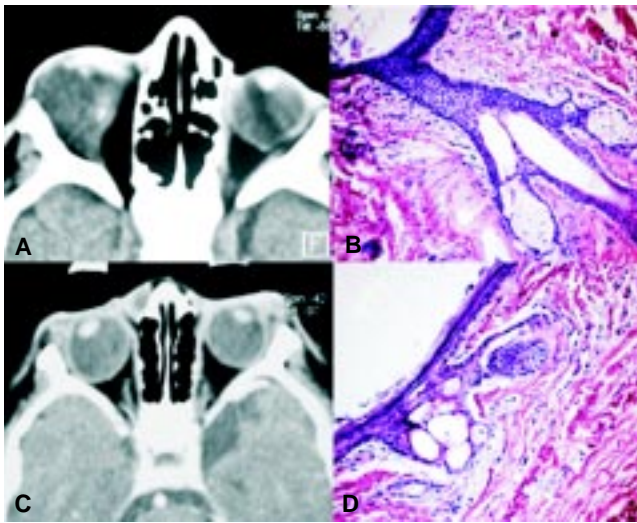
A) Corte axial de Tomografía Computarizada donde se observa lesión ocupante de espacio intraconal derecha hipodensa, con zona hiperdensa lateral que sugiere contenido cálcico. B) Quiste revestido por epitelio plano queratinizante con folículos pilosos, glándulas sebáceas y pared fibrosa (HE). C) Tomografía contrastada axial que muestra una lesión extraconal orbitaria derecha adyacente a huesos de la nariz que refuerza con el contraste. D) Quiste revestido por epitelio plano queratinizante con folículos pilosos, glándulas sebáceas y pared fibrosa (HE).
